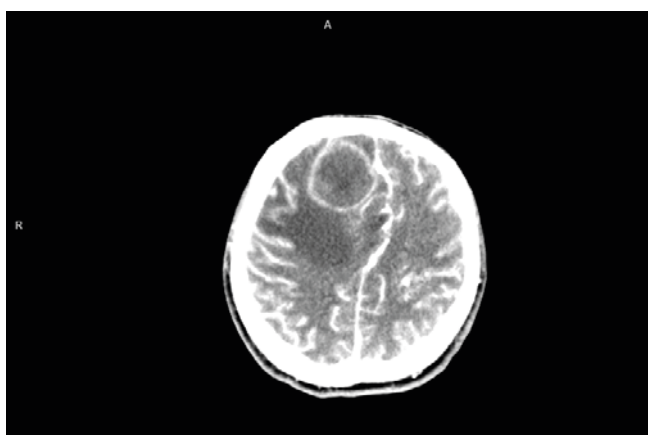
Nativní CT – Abscesové ložisko v pravém frontálním laloku s perifokálním edémem a středočárovým přesunem doleva
